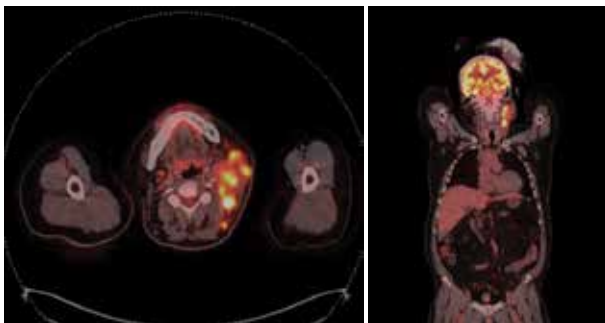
ПЭТ/КТ на момент скрининга от 16.04.2021
